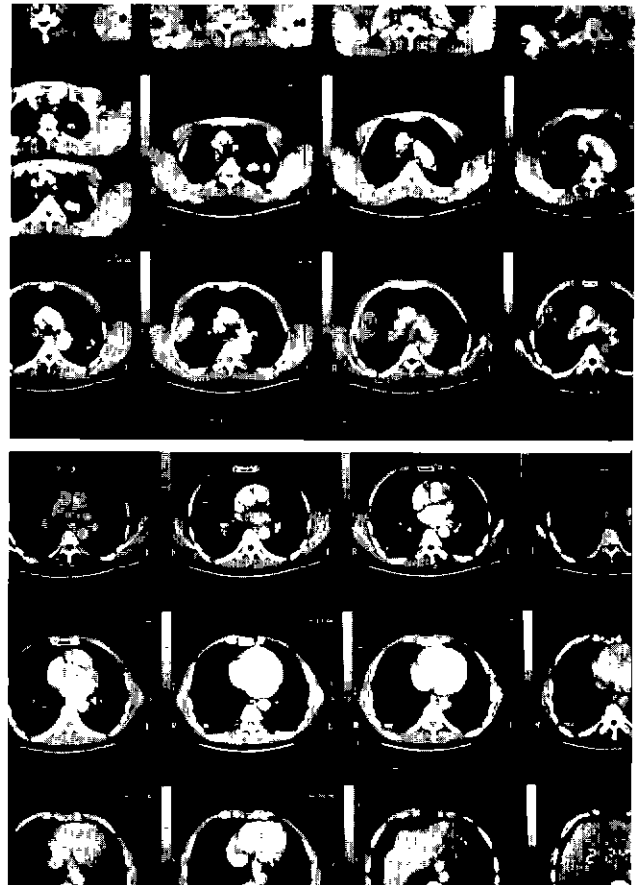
Chest CT, Irregular margined heterogeneous low density nodule in RUL, tuberculous granuloma in RUL apex, atelectasis in posterior basal segment of RLL and calcified nodules in LUL.
